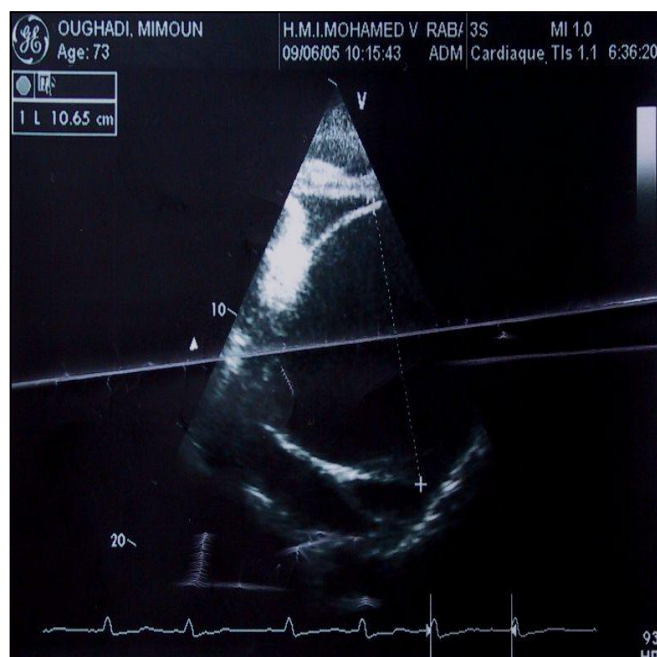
Echocardiographie montrant la dilatation de l'aorte ascendante chez un patient marfanoïde.
